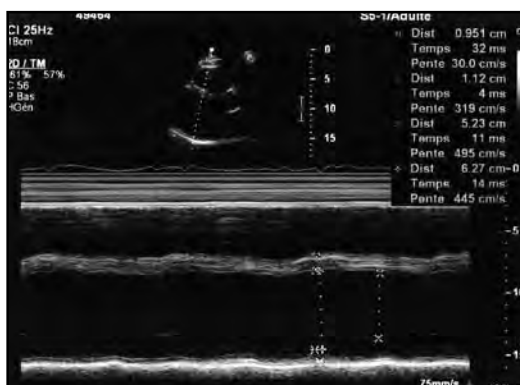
une dilatation du ventricule gauche (VG) est mise en évidence par échocardiographie en vue parasternale grand axe, avec diminution importante de la fraction d'éjection du VG.
